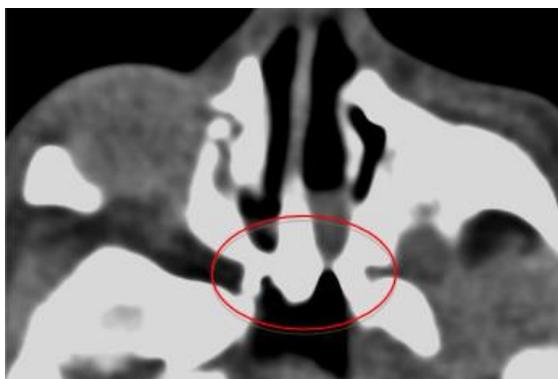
TDM en coupes axiales. SCOP (en haut) et atrésie chonale (en bas)
